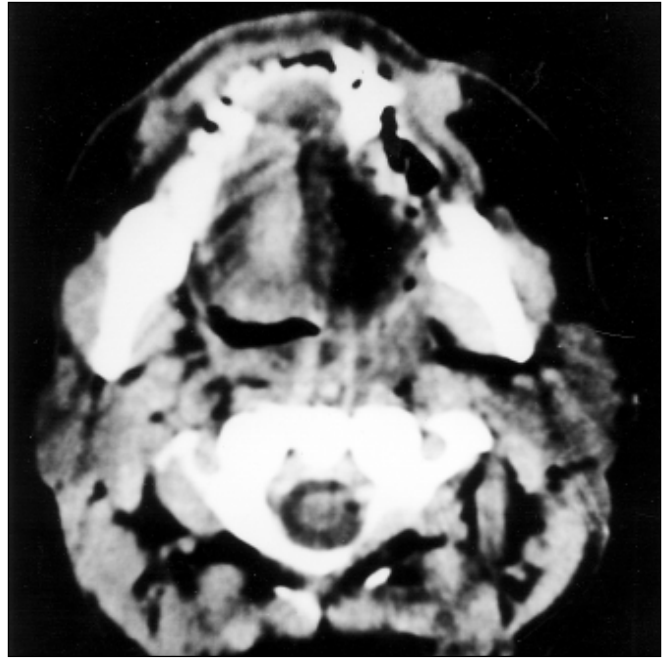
Corte axial de tomografia computadorizada. Atrofia de hemilíngua e soalho da boca à esquerda.
